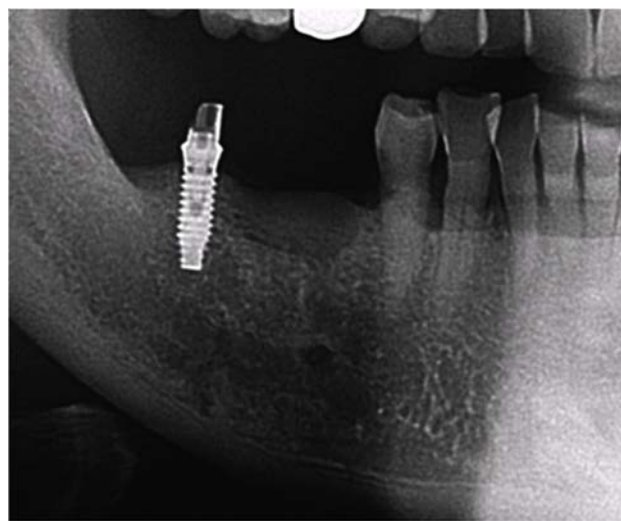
Radiograph at initial examination.
